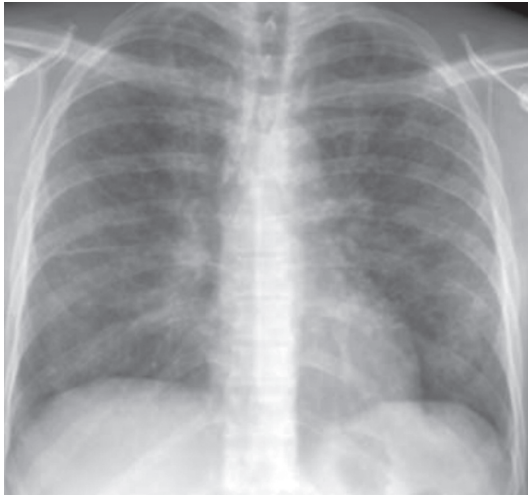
Рентгенограма ОГП хворого з пневмоцистною пневмонією
